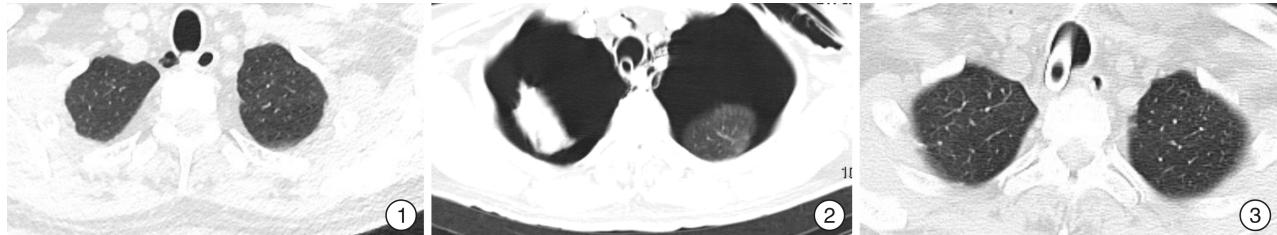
术前胸部CT; 图2 手术当天急诊胸部CT; 图3 术后第8天胸部CT
